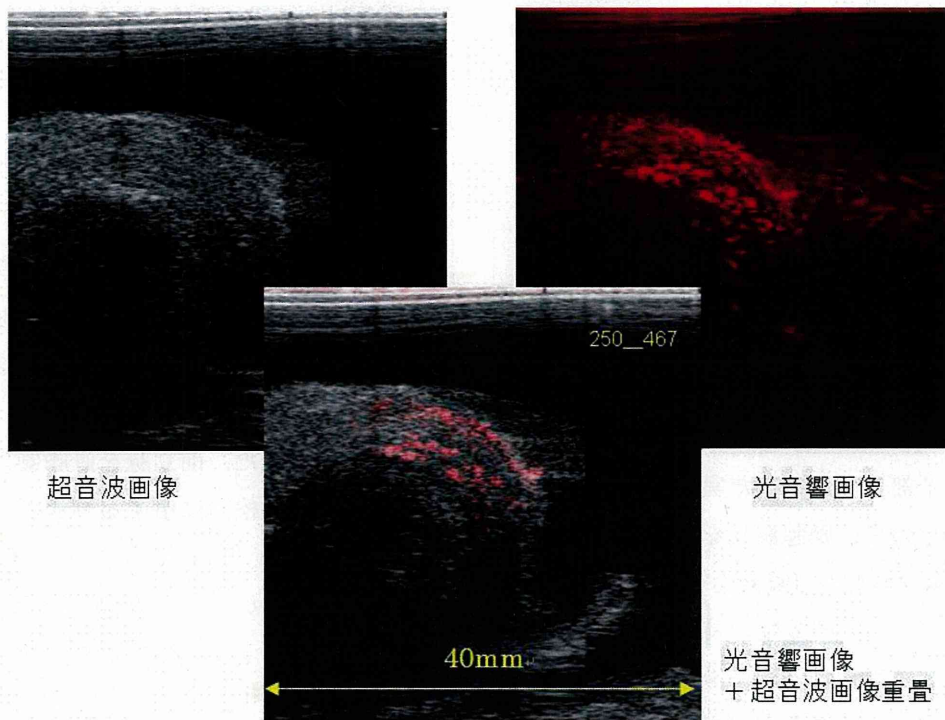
検体 1 の光音響画像と超音波画像を重畳した結果 (赤 : 光音響画像, 白 : 超音波画像)
